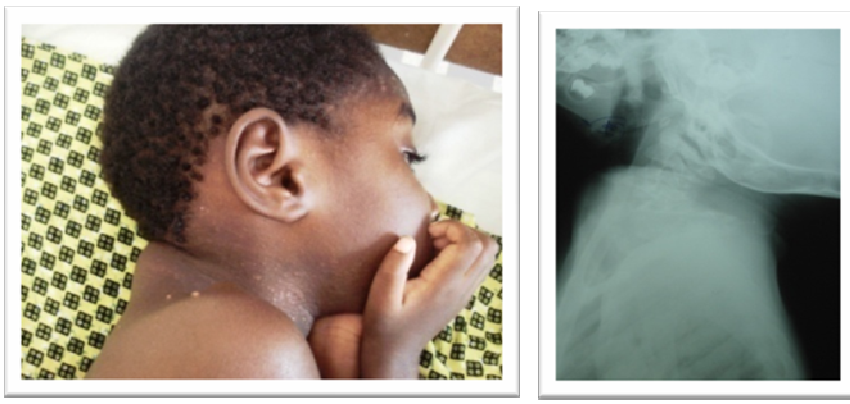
Tumefacção cervical posterior e radiografia cervical.
